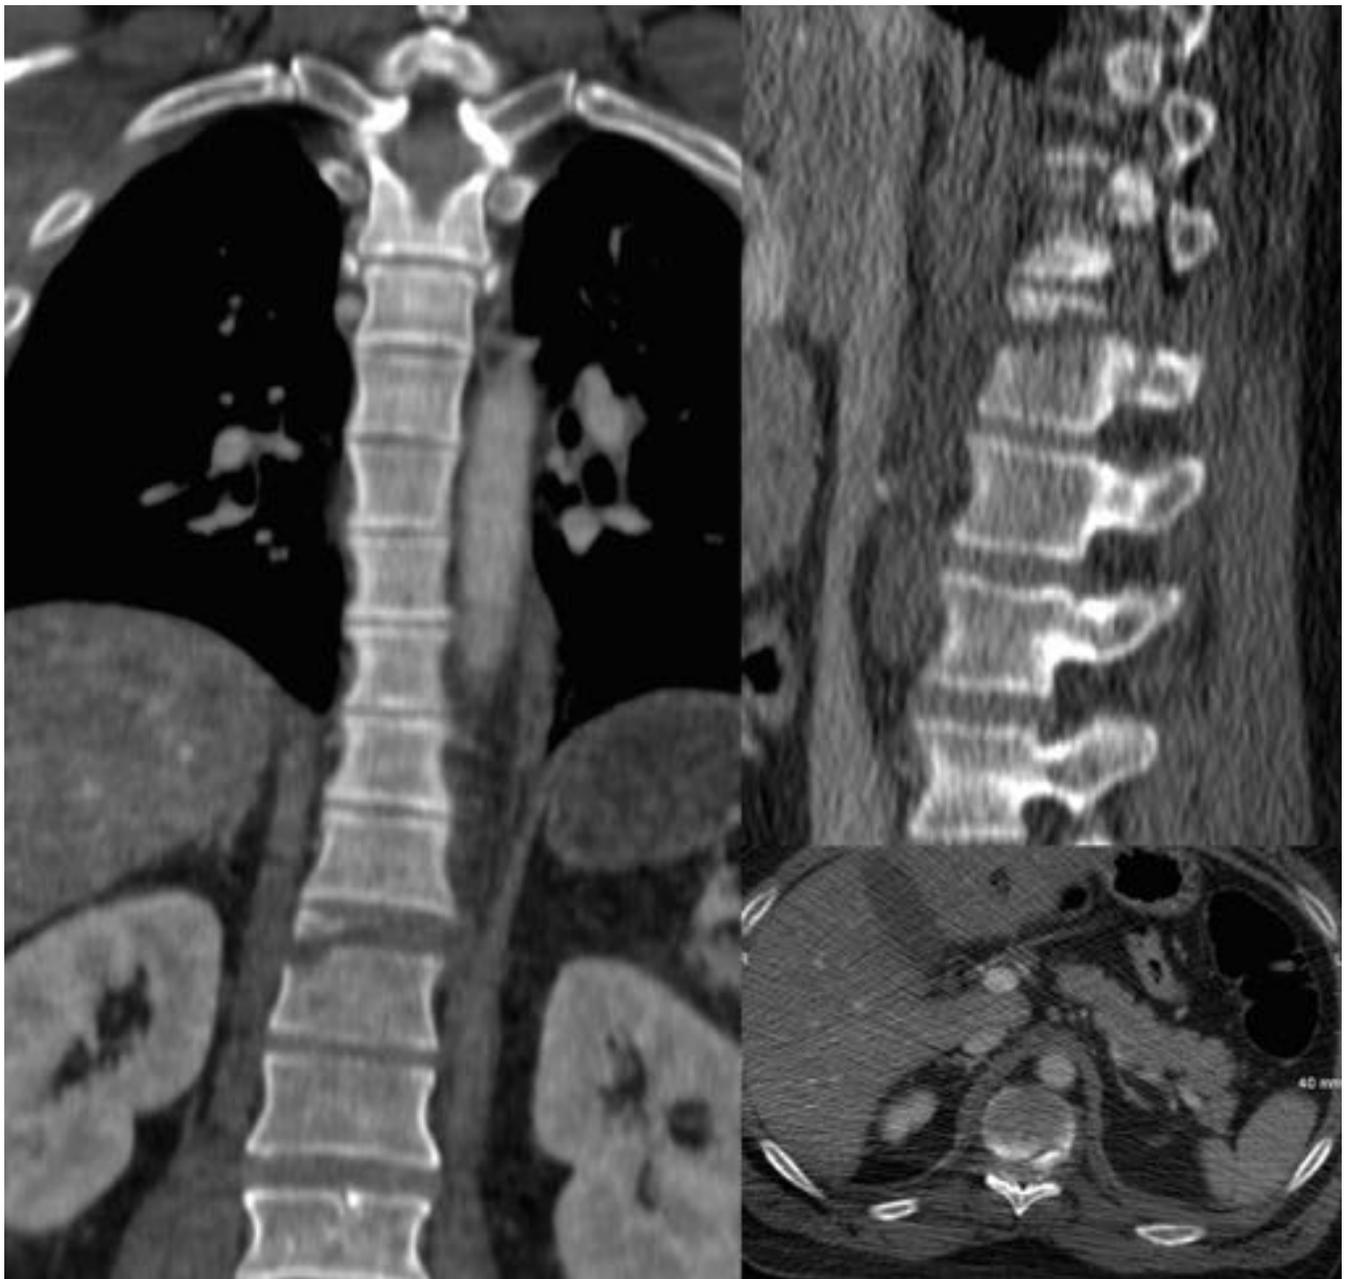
Reconstrucciones multiplanares de TC con contraste en paciente politraumatizada grave. Se identifica fractura del soma vertebral T10 con arrancamiento de un fragmento óseo del muro posterior y retroimpulsión del mismo hacia el conducto espinal. La paciente desarrolló déficit motor progresivo y se completó el estudio con RM urgente.
